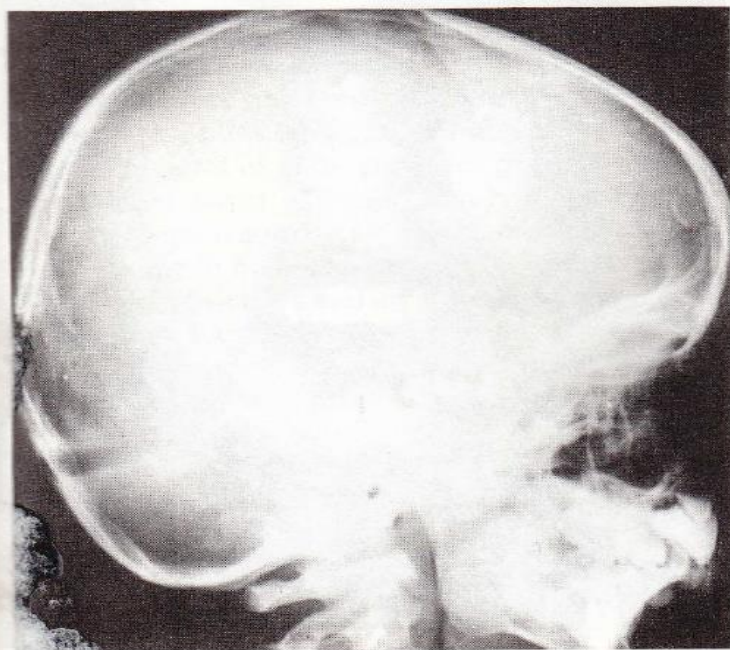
Teleradiografía del mismo enfermo
